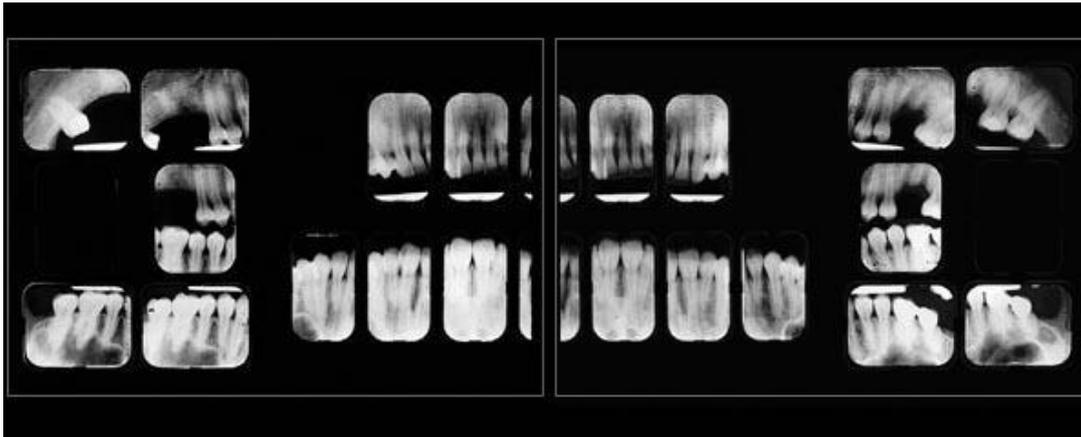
Un cliché radiographique bilan long cône
